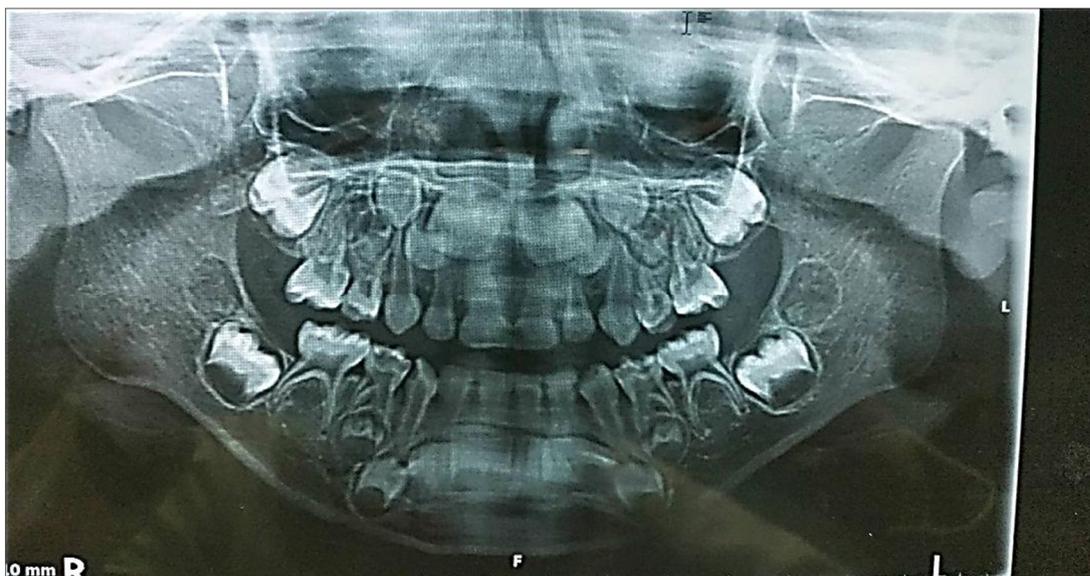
La radiographie panoramique.
